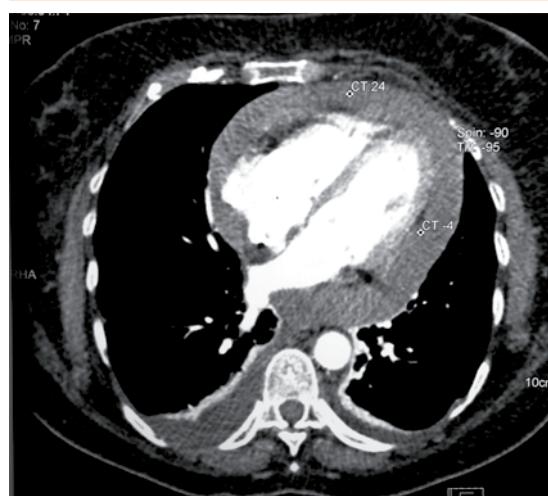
Tomografía axial computada de tórax con derrame pericárdico a descartar taponamiento cardiaco, adenopatías mediastinales, atelectasias basales bilaterales y derrame pleural bilateral.
